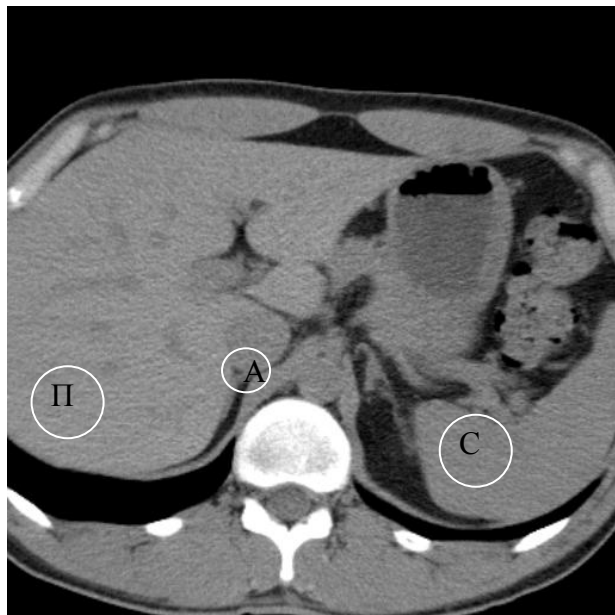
Компьютерная томограмма. Зоны интереса, оцениваемые при КТА: брюшной отдел аорты (А), печень (П), селезенка (С).
